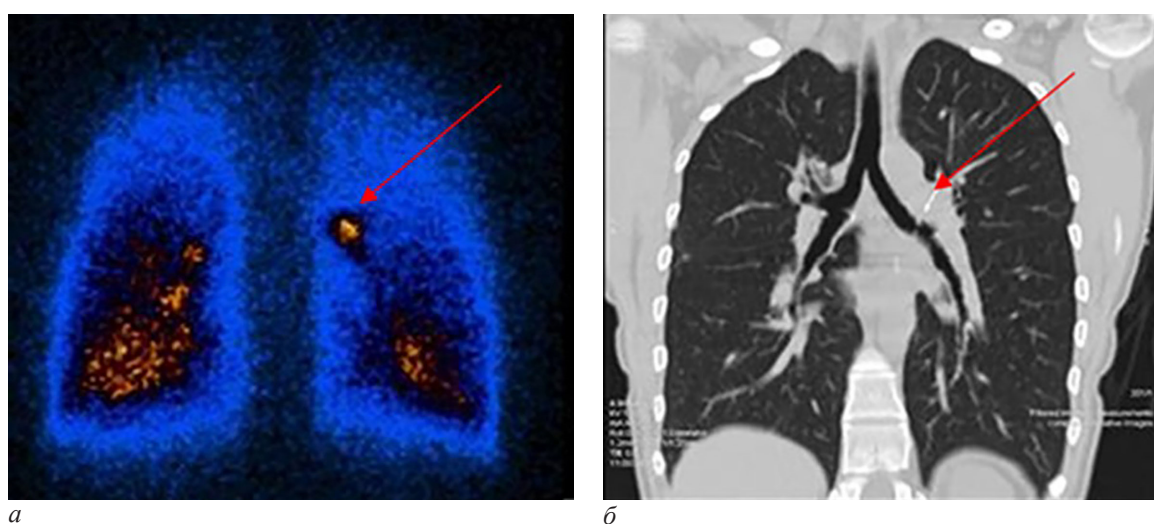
Вентиляционная сцинтиграмма (задняя проекция) (*a*) и коронарная реконструкция КТ ОГК (*б*). Состояние после двусторонней трансплантации легких: очаговая задержка ингалируемого РП на уровне левого и правого главного бронхов и признаки пролабирования слизистой оболочки бронха по данным компьютерной томографии
